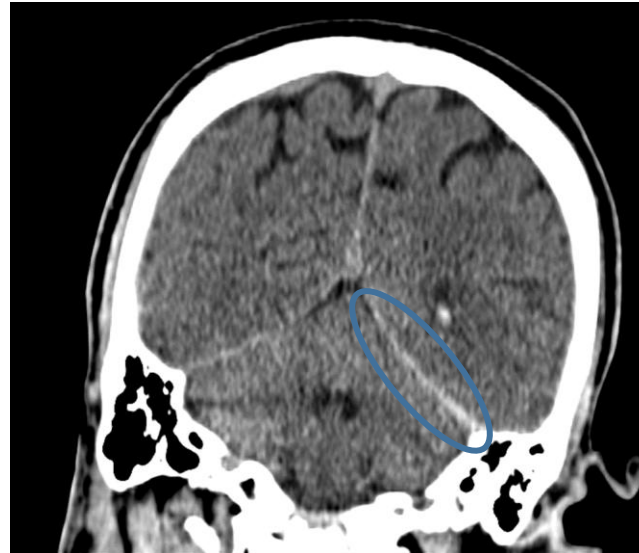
Cortes sagital, coronal y axial de TC craneal sin contraste intravenoso. Hematoma subdural en el tentorio izquierdo.
